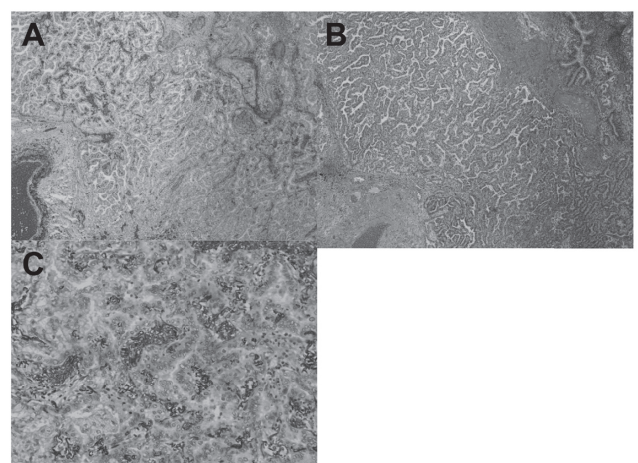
症例1。(A)画面左上には肺胞構築を残した癌の増殖が見られ、画面左下では肺胞の弾性線維が消失している。画面左上はCT上造影効果が相対的に高いと考えられる領域である(EMG染色X40)。(B)HE染色では(A)の所見確認は困難である。(HE染色X40)。(C)(A)の拡大像(EMG染色X100)。
